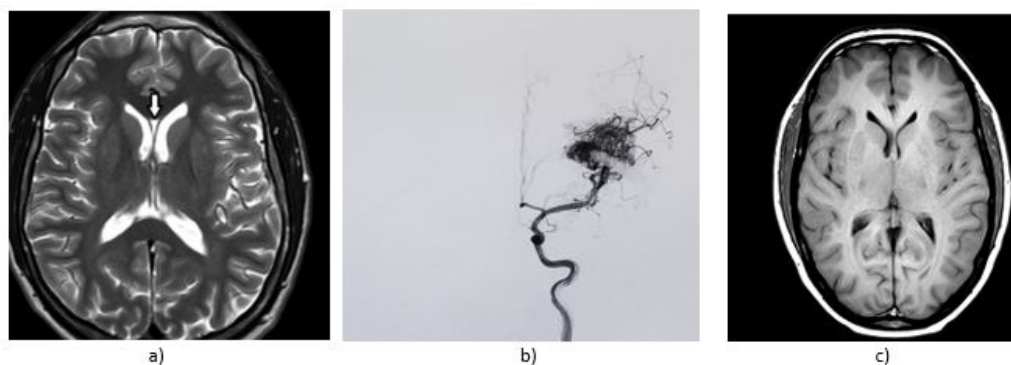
a) Tomografía computarizada de cabeza con corte transversal, b) Panangiografía de cabeza con corte sagital, donde se puede ver una malformación arteriovenosa c) Resonancia magnética de cabeza corte transversal.
